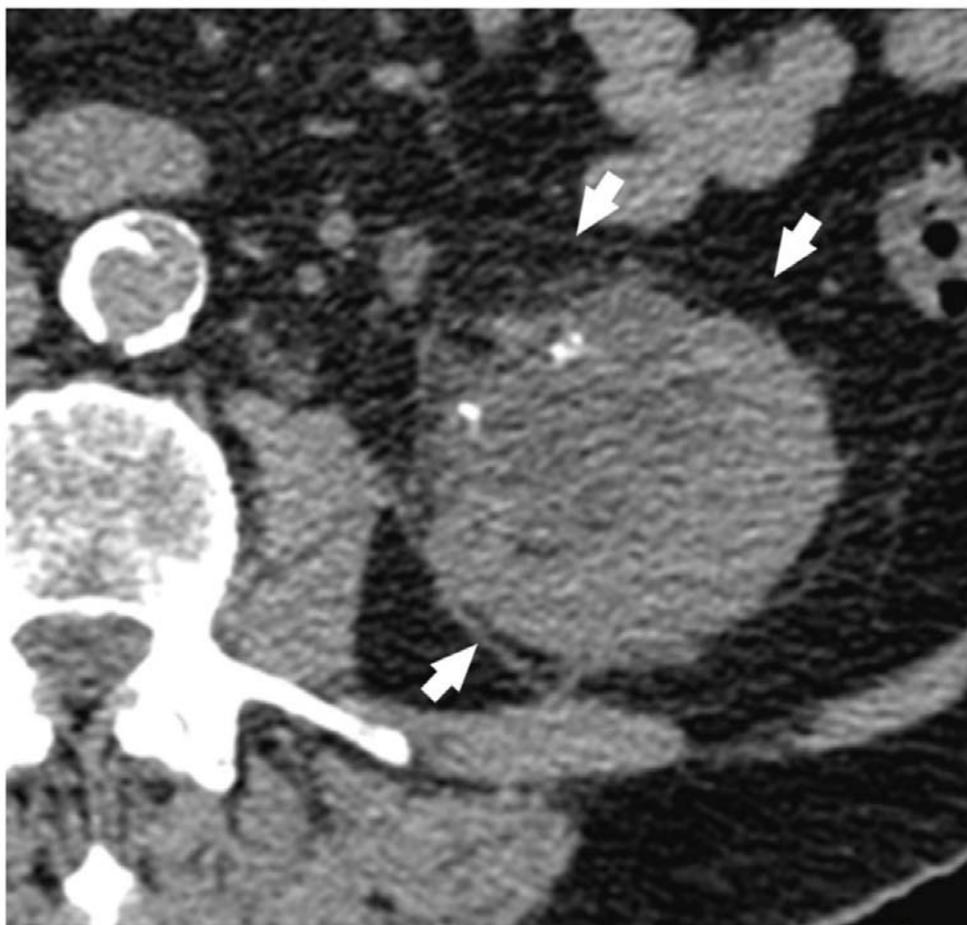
Imagen axial de TC sin contraste donde se observa afectación de la grasa perirrenal en relación con patología obstructiva del riñón izquierdo (flechas).
